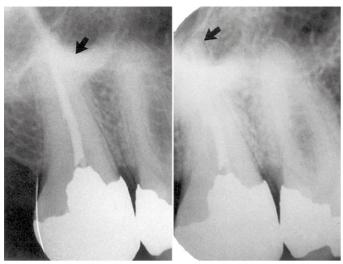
Radiografias de boa qualidade são necessárias para a avaliação endodôntica. Esquerda, mostra um bom contraste ao redor do ápice; direita, mostra um mau contraste ao redor do ápice.
